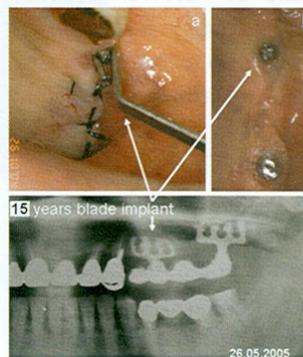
a. reconstrucción del muñón de un implante lamina de Pasqualini, insertado 15 años antes (7 Dic.1989); b. aspecto de las mucosas alrededor de los muñones de la lamina de 15 años y de otra lamina de Pasqualini, insertada en zona 27-28; c. radiografía de control.
